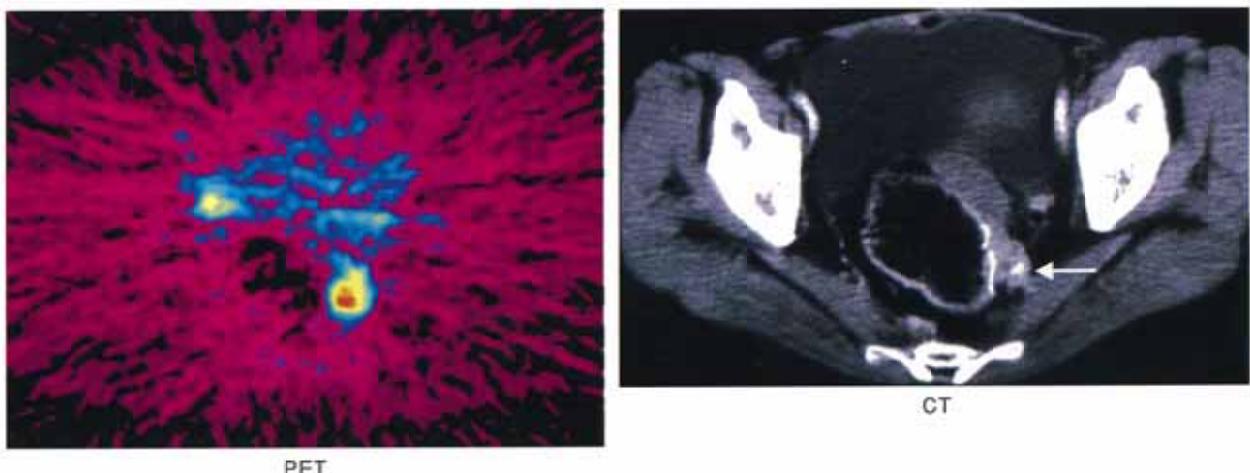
局所再発例。CTで吻合部の左側に腫瘍が見られ、PETでFDGの高集積が認められる。手術所見は骨盤神経叢での再発であった。
